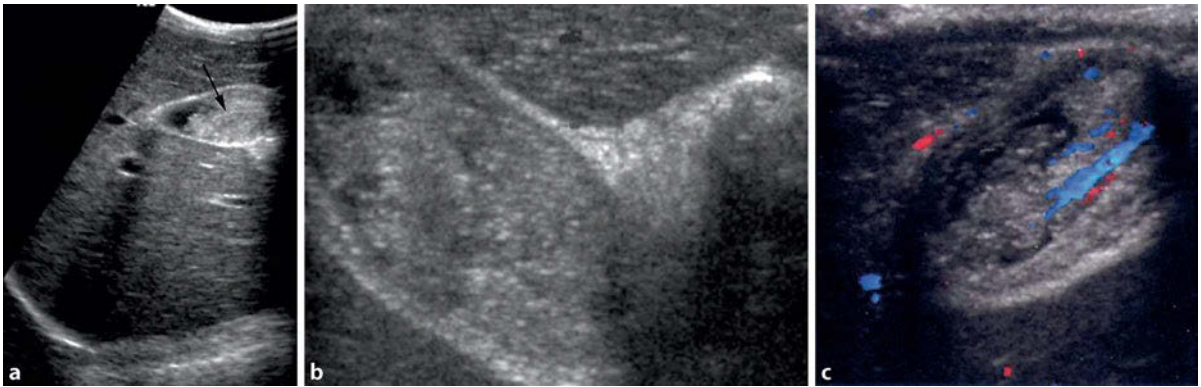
a–c Adenomyomatosis bei metachromatischer Leukodystrophie (7-jähriges Mädchen). Sonographie: a Längsschnitt durch die Gallenblase mit reflexreicher Formation (*Pfeil*). b Bei einer höheren Auflösung mit einem 12-MHz-Linearschallkopf wird der parenchymatöse Charakter der Weichteilformation deutlich. c Mit Hilfe der Farbdopplersonographie lassen sich Gefäße nachweisen, die sowohl arteriellen als auch venösen Strömungscharakter haben
